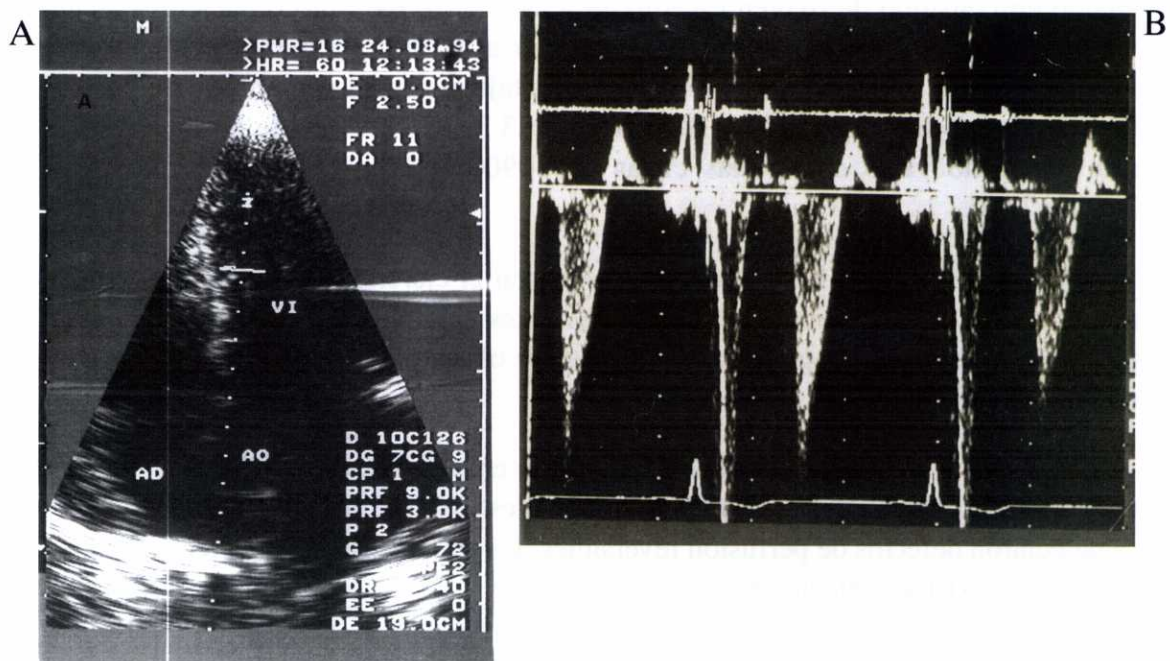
Estudio con Doppler pulsado de la paciente n° 30, con registro simultáneo de fonocardiograma. Con el volúmen de muestra situado entre las porciones media y apical del ventrículo izquierdo (A), se observa un flujo paradójico (B) (flechas), dirigido de ápex a base, descrito en el texto. Fono=Fonocardiograma; 2R=segundo ruido.
